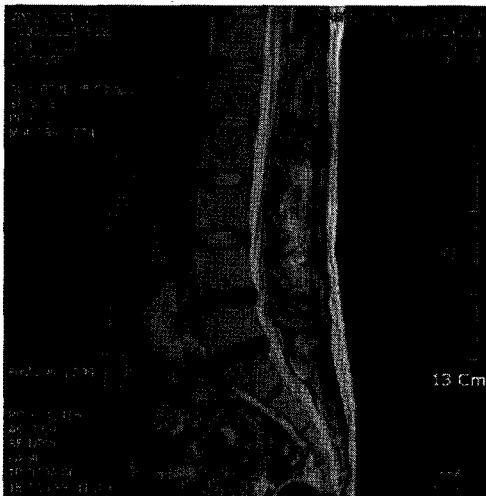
L-spine MRI Sagittal Image at 2009-12-18.
